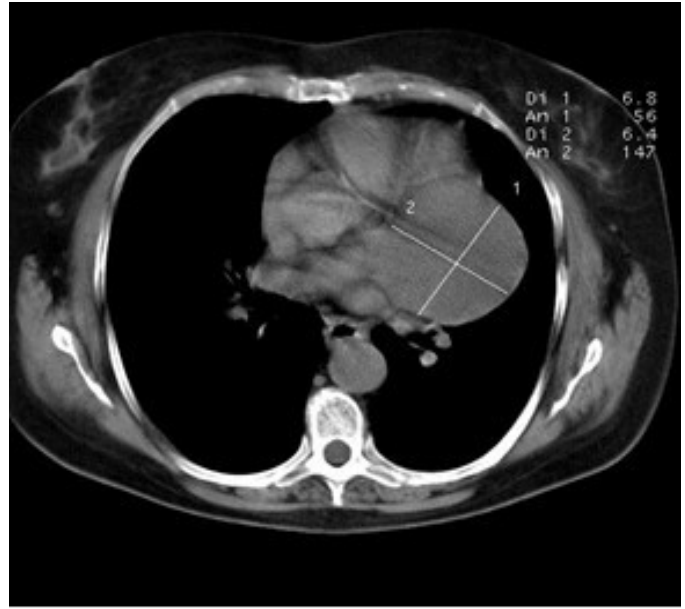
TAC Simple de tórax tumor en íntima relación al corazón
